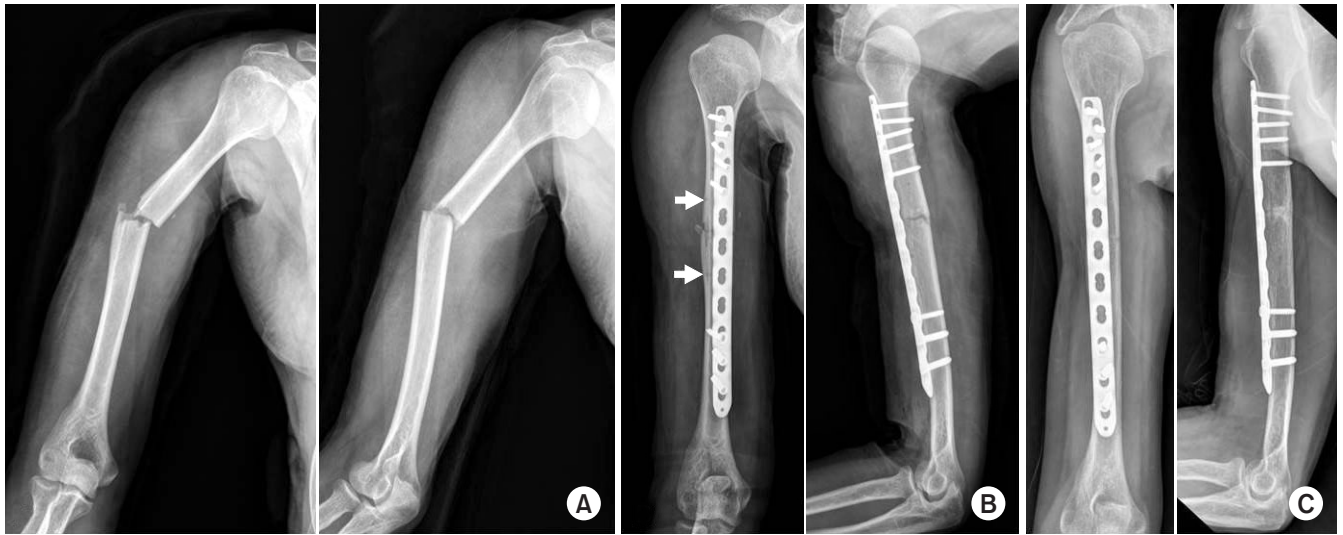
(A) Preoperative radiography of a 52-year-old male showing a right humeral fracture (AO/OTA type A3). (B) Postoperative radiography showing closed reduction and internal fixation with Metaphyseal Plate® using the minimally invasive plate osteosynthesis technique. There are two holes for reduction and compression using modified pointed reduction forceps (white arrows). (C) Radiography at three months after the operation showing radiologic union.
